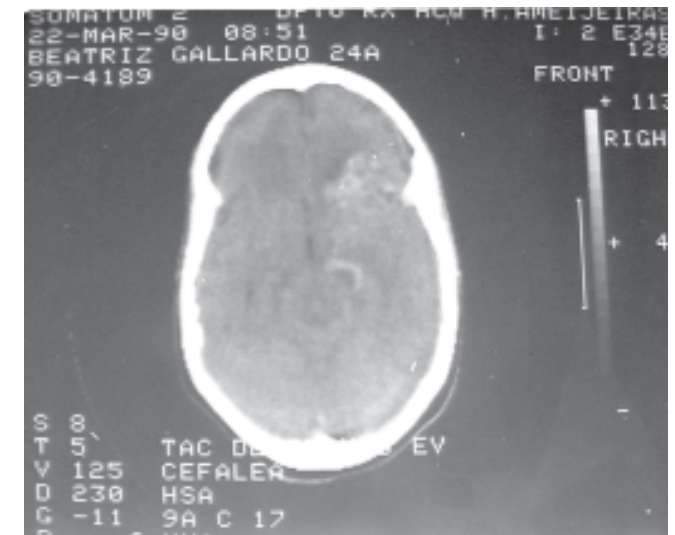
Tomografía axial computarizada que muestra malformación arteriovenosa.
